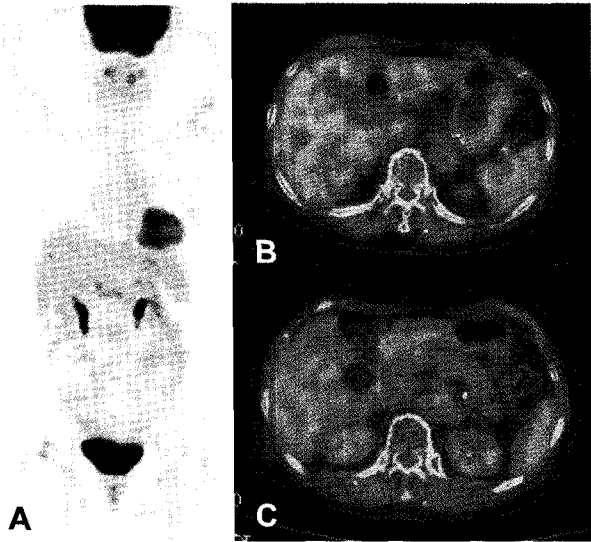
Follow up F-18 FDG PET/CT scan shows a disappearance of hypermetabolism around transverse colon after treatment with anti-tuberculosis drugs for 5 months (A PET, B-C PET/CT).
